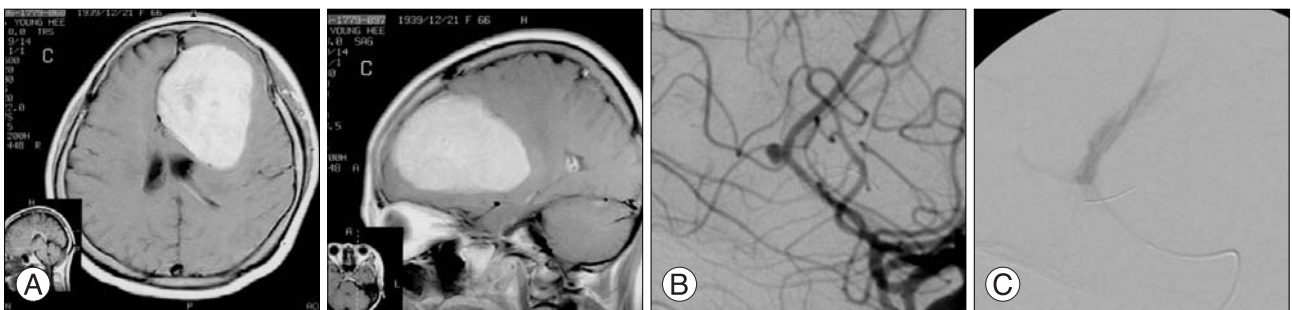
(a) MRI demonstrating huge meningioma at left frontal lobe (b) Pre-operative carotid angiogram (lateral view), demonstrating a saccular aneurysm at the junction of pericallosal and callosomarginal artery. (c) Carotid angiogram demonstrating the contrast leakage during the coil embolization.
